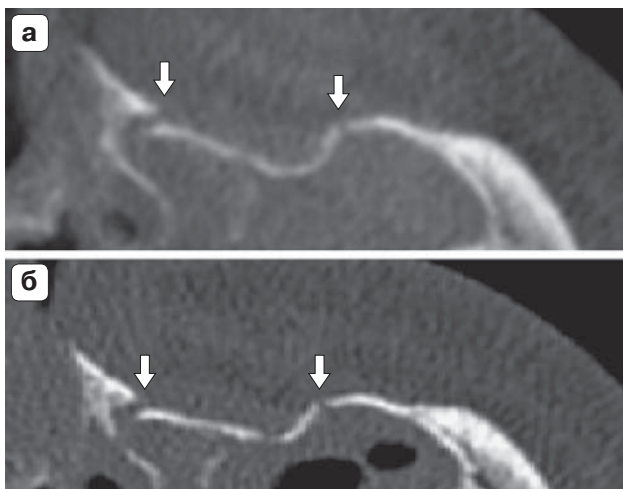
КТ-изображения, MPR в аксиальной плоскости. а – КЛКТ; б – МСКТ. Адекватная визуализация перелома передней стенки верхнечелюстной пазухи (стрелки) при использовании обоих методик.
